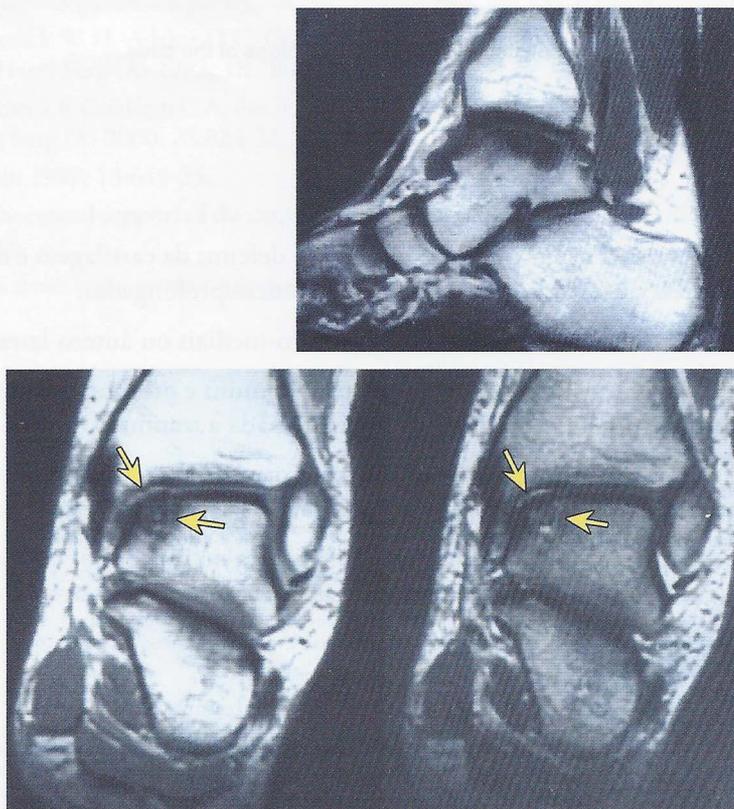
RM tornozelo com lesão osteocondral medial
